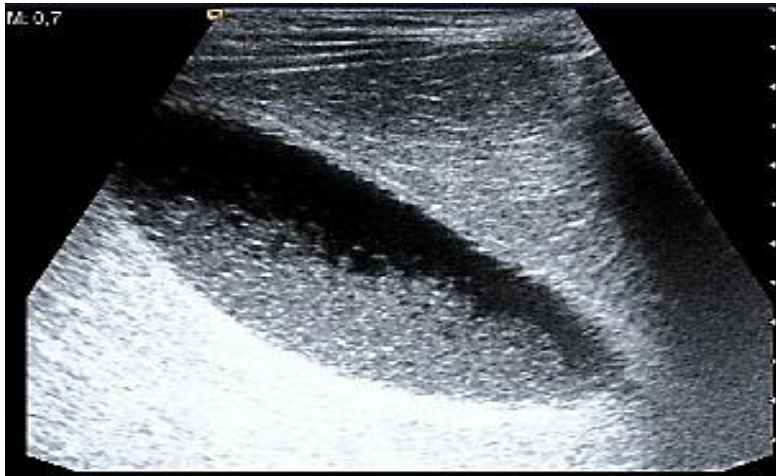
Image échographique d'un sludge ou boue vésiculaire (66)
